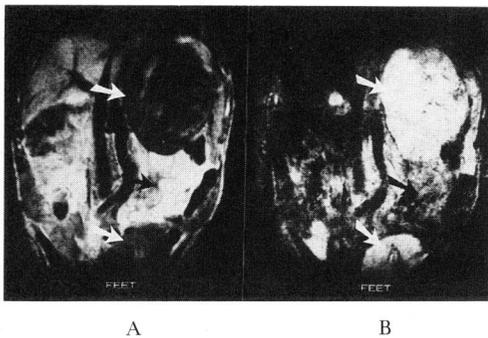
MR imaging. (left) T1 weighted image (SE460/35): Top and bottom parts of the tumor are described low signal intensity area. (white arrow) Middle part of the tumor is described very high signal intensity area. (black arrow) (right) T2 weighted image (SE1800/100): Top and bottom parts of the tumor described very high signal intensity area. Middle part of the tumor is described low signal intensity area.
